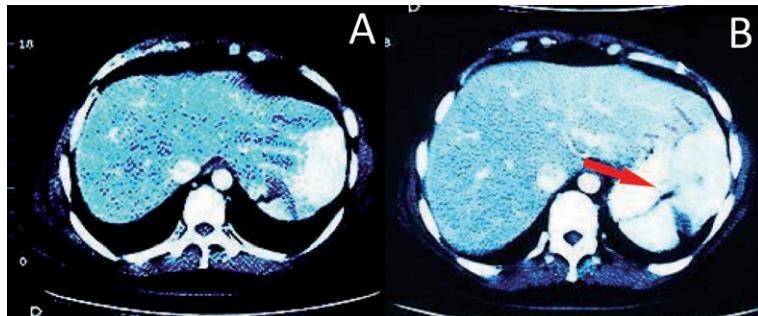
Tomografia computadorizada helicoidal: (A) fase precoce que revela grandes artérias suprindo lesão hiperintensa e (B) fase tardia com cicatriz central hipodensa (seta)
